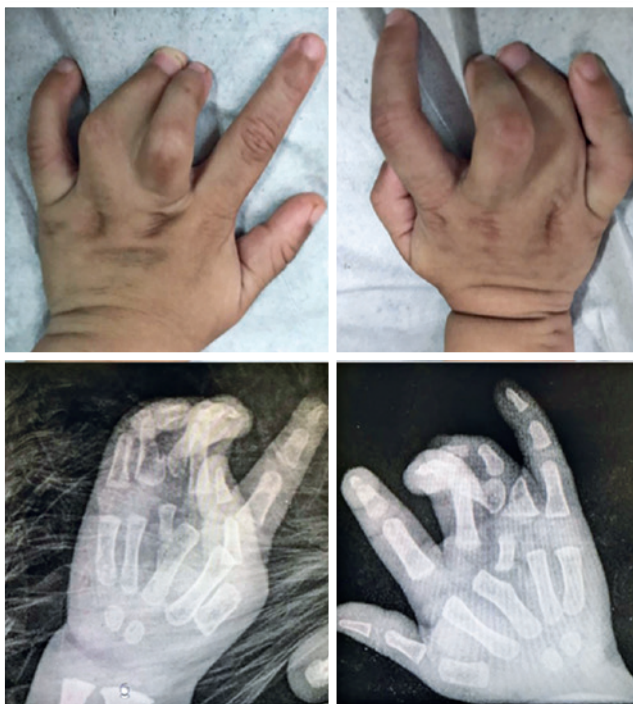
Imagens clínicas pré-operatórias das duas mãos e suas radiografias em projeção anteroposterior
